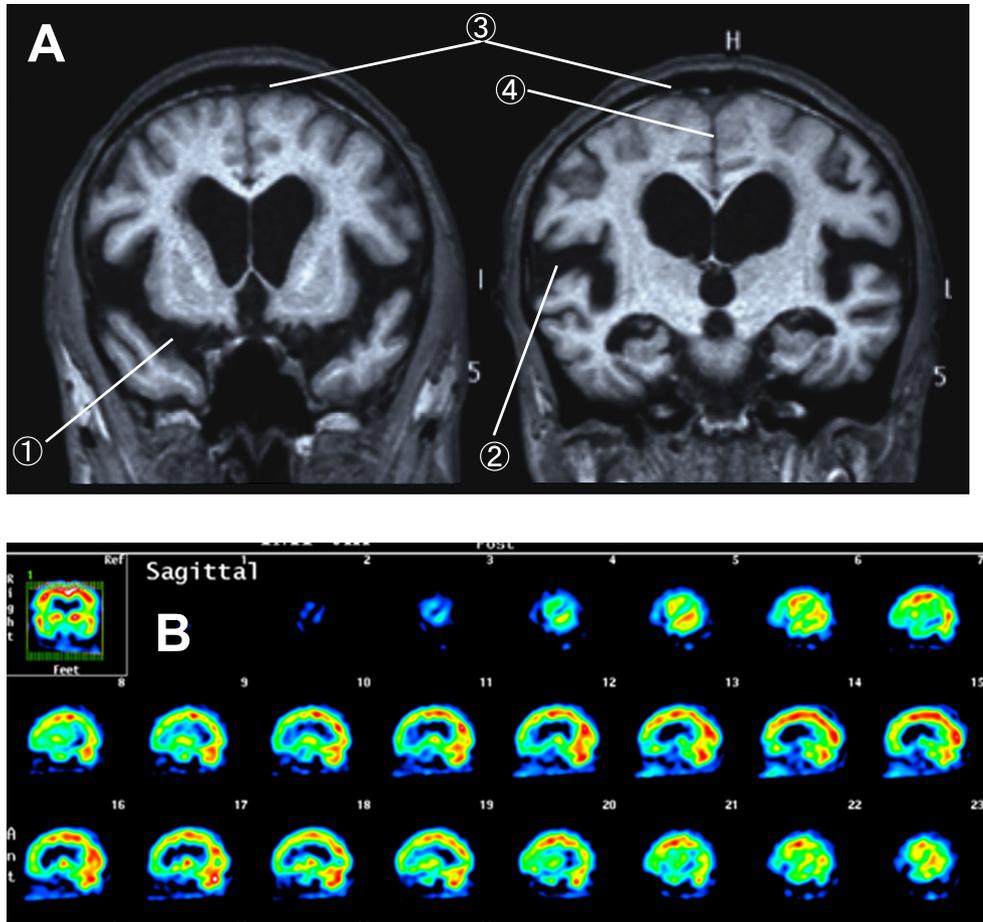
iNPH 患者の MRI でみとめられる DESH と脳血流 SPECT でみとめられる CAPPAH sign.
